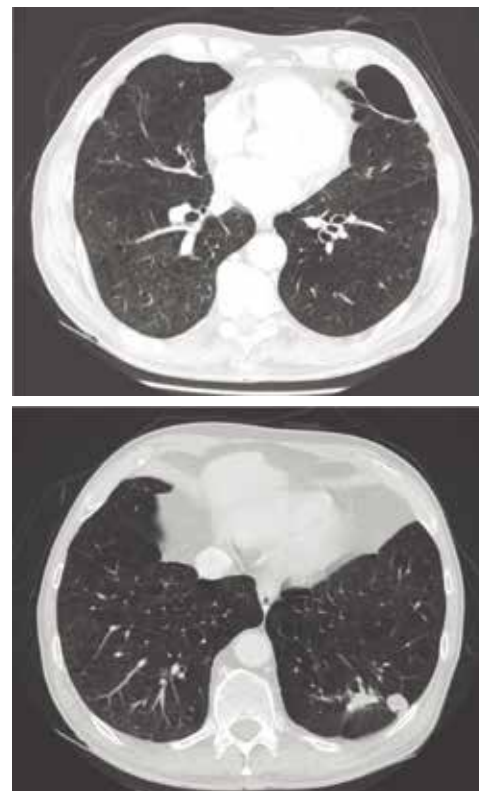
TC de tórax, em janela de pulmão, demonstrando o nódulo na periferia do lobo inferior esquerdo, bandas de atelectasia e achados de DPOC crônico, caracterizado por espessamento da parede brônquica, enfisemas centrolobulares difusos e bolha subpleural à esquerda.
